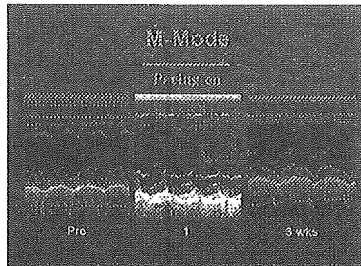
ペースメーカー刺激前、後の左室短軸径のMモード超音波画像。
